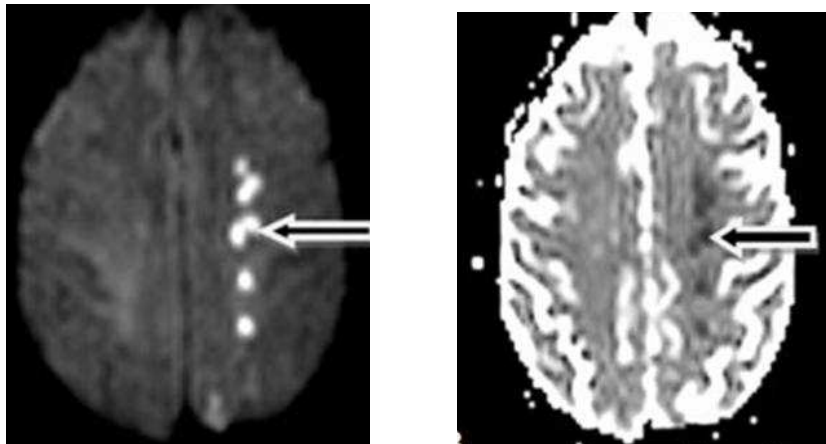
RM craneal con isquemia frontera entre la ACM y ACA izquierdas.
